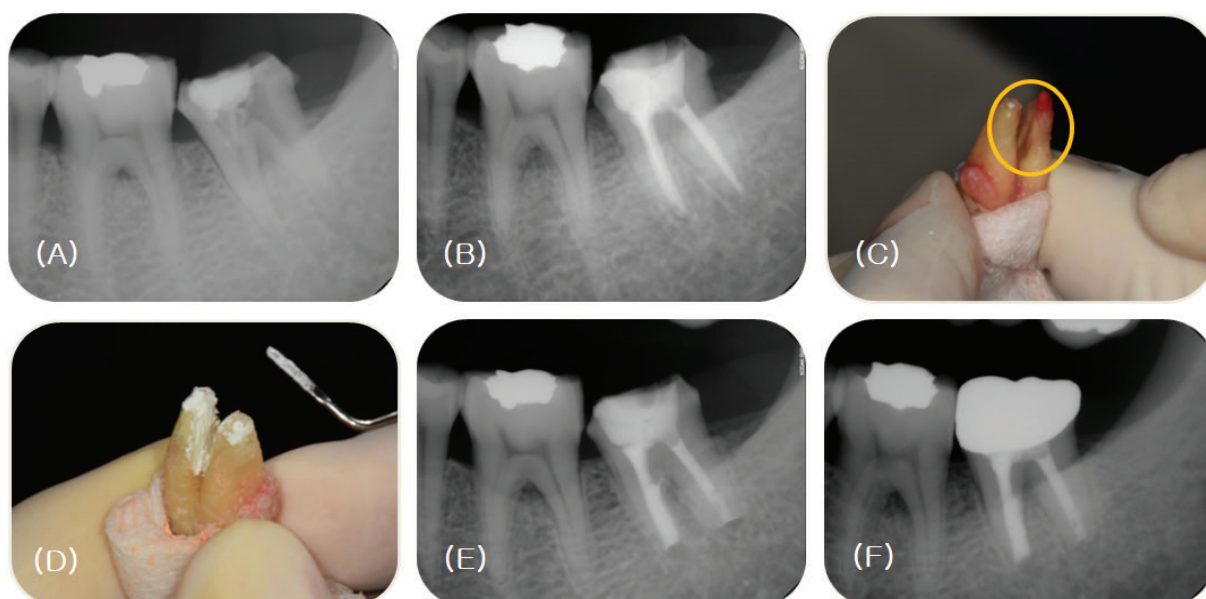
(A) Preoperative radiograph. (B) Furcation perforation on the distal root was observed. (C, D) The perforation site was repaired using calcium silicate cement, Biodentine. (E) One month later, the clinical symptoms completely disappeared. After fiber post and resin core treatment, crown treatment was continued. (F) At 5 months follow-up, the patient was asymptomatic.
